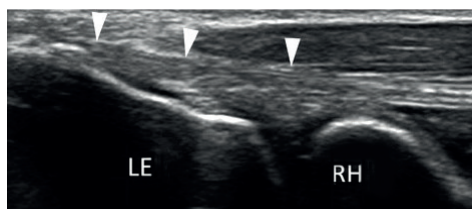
УЗИ общего сухожилия разгибателя в продольной проекции<sup>1</sup>:
